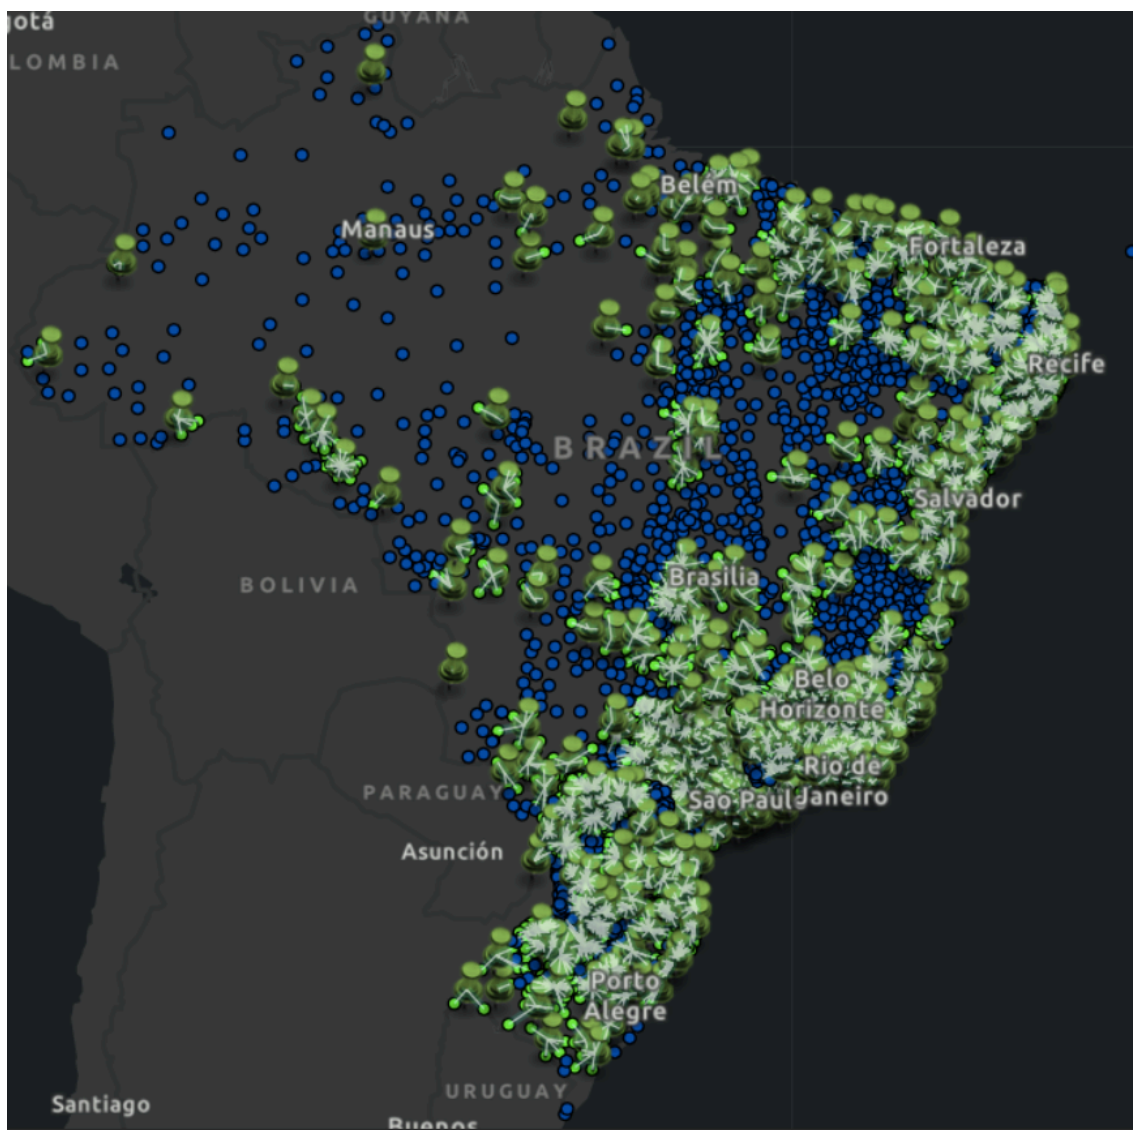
PET-CT alocados conforme tabela 7 e cidades não alocadas conforme cut offs do algoritmo (arquivo Map GIS para visualização de detalhes disponível em: <https://github.com/fecabra/Distribuicao-PET-CT-TCC>)
